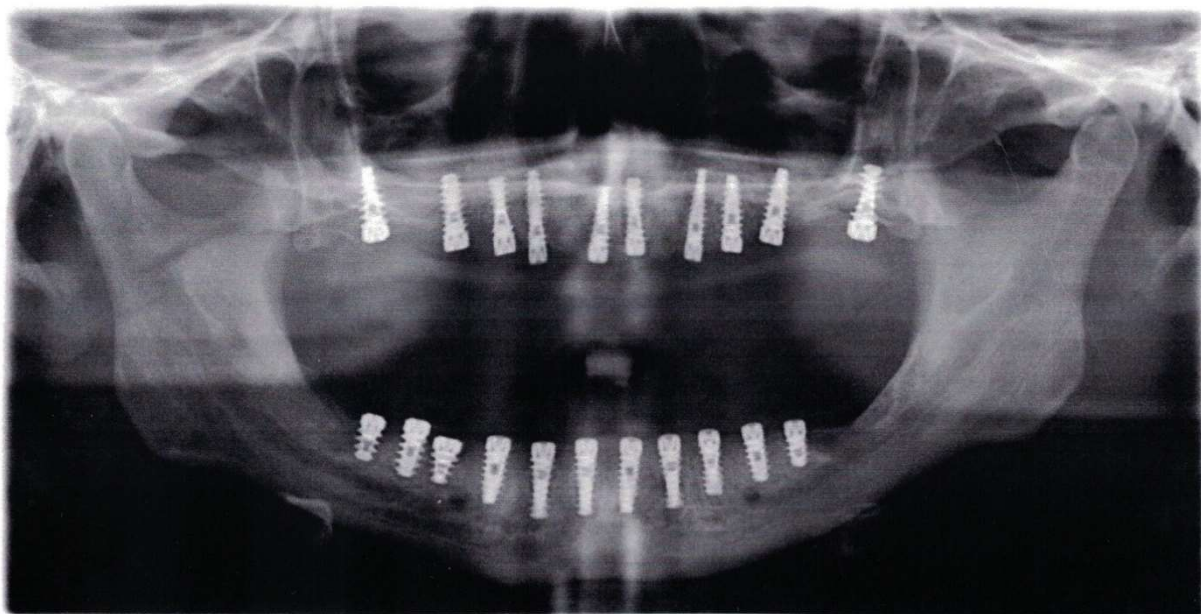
Рентгенографія пацієнта А. перед встановленням формувачів ясен
